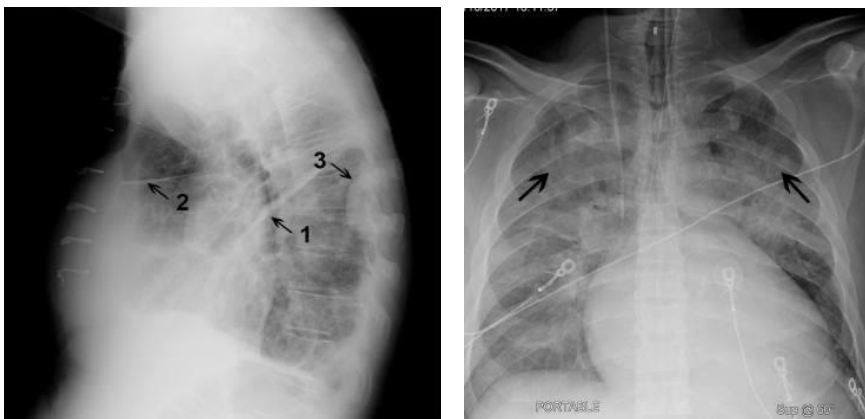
Radiographie pulmonaire d'un patient présentant une cardiomégalie et une céphalisation
